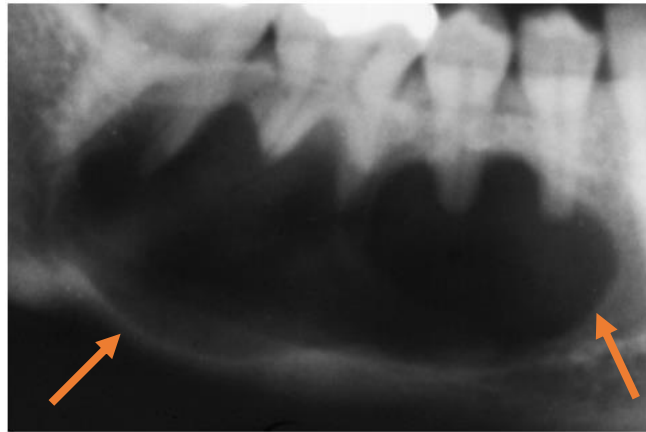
Radiografía panorámica donde se observa en la región mandibular derecha una zona radiolúcida bien circunscrita, que se extiende entre las raíces de los dientes, produciendo un aspecto festoneado (quiste óseo traumático).¹³
